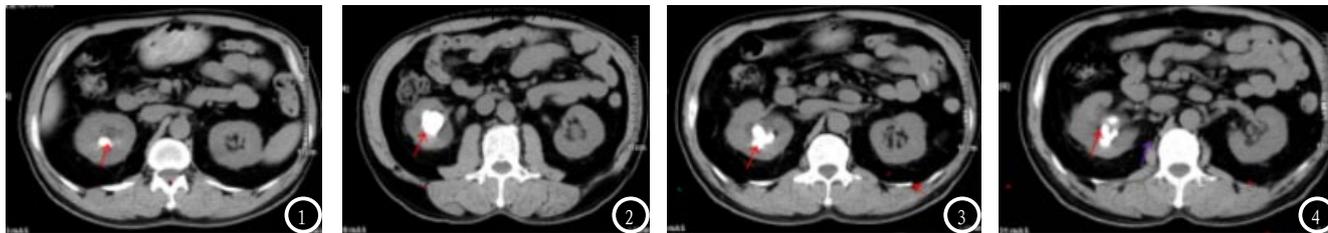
低剂量CT检查横断位图像显示右肾实质内可见结节样高密度影(红色↑)。图2 低剂量CT检查横断位图像显示患者右肾盂可见大小约1.5×3×2.5cm铸型结石(红色↑)。图3 图像示右肾盂扩张积水(红色↑)。图4 图像示左肾盂、肾盏显影形态、大小正常(红色↑)。
